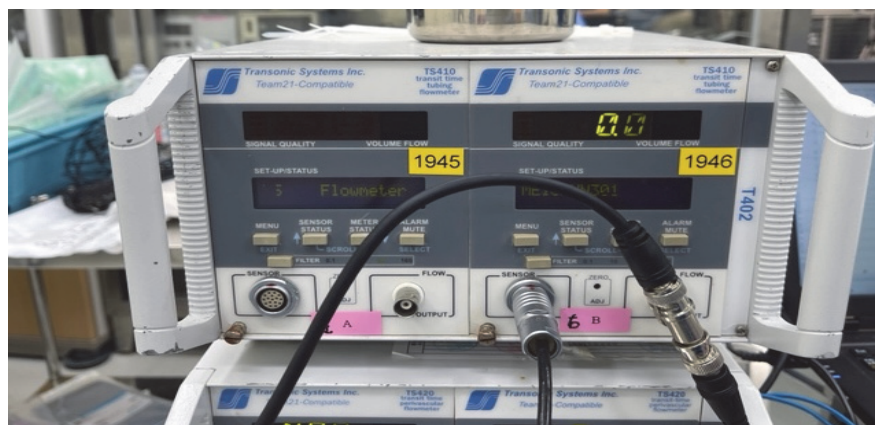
超音波流量計 アンプ Transonic Systems Inc. TS410
